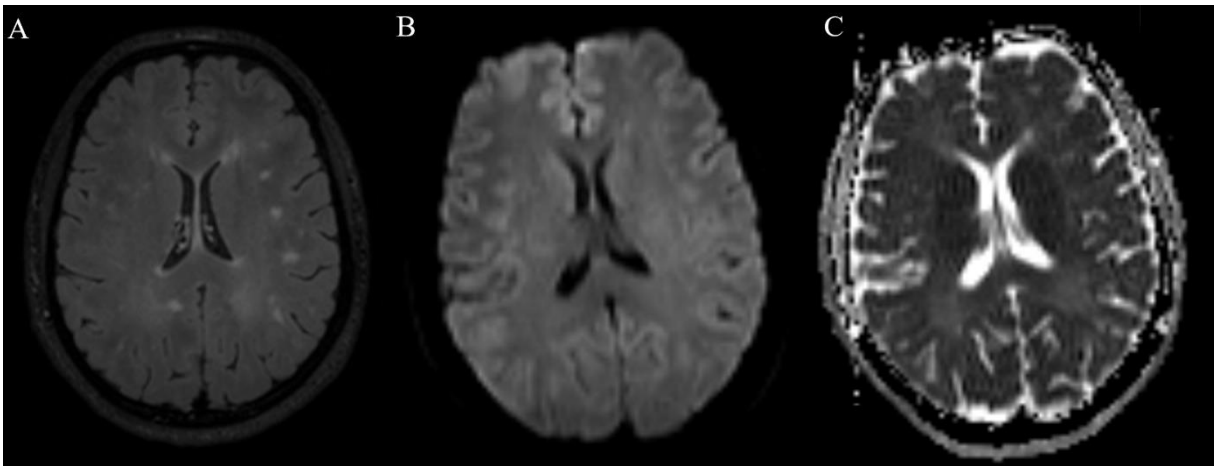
MS tanılı olguda aksiyel T2A-FLAIR (A) ve DAG-b1000 (B) görüntülerde lezyonlar hiperintens olarak izlenmekte. DAG-b1000 (C) ve ADC (D) görüntülerde lezyon (kırmızı ok) ve karşı hemisfer Sİ ölçümleri (beyaz ok)
